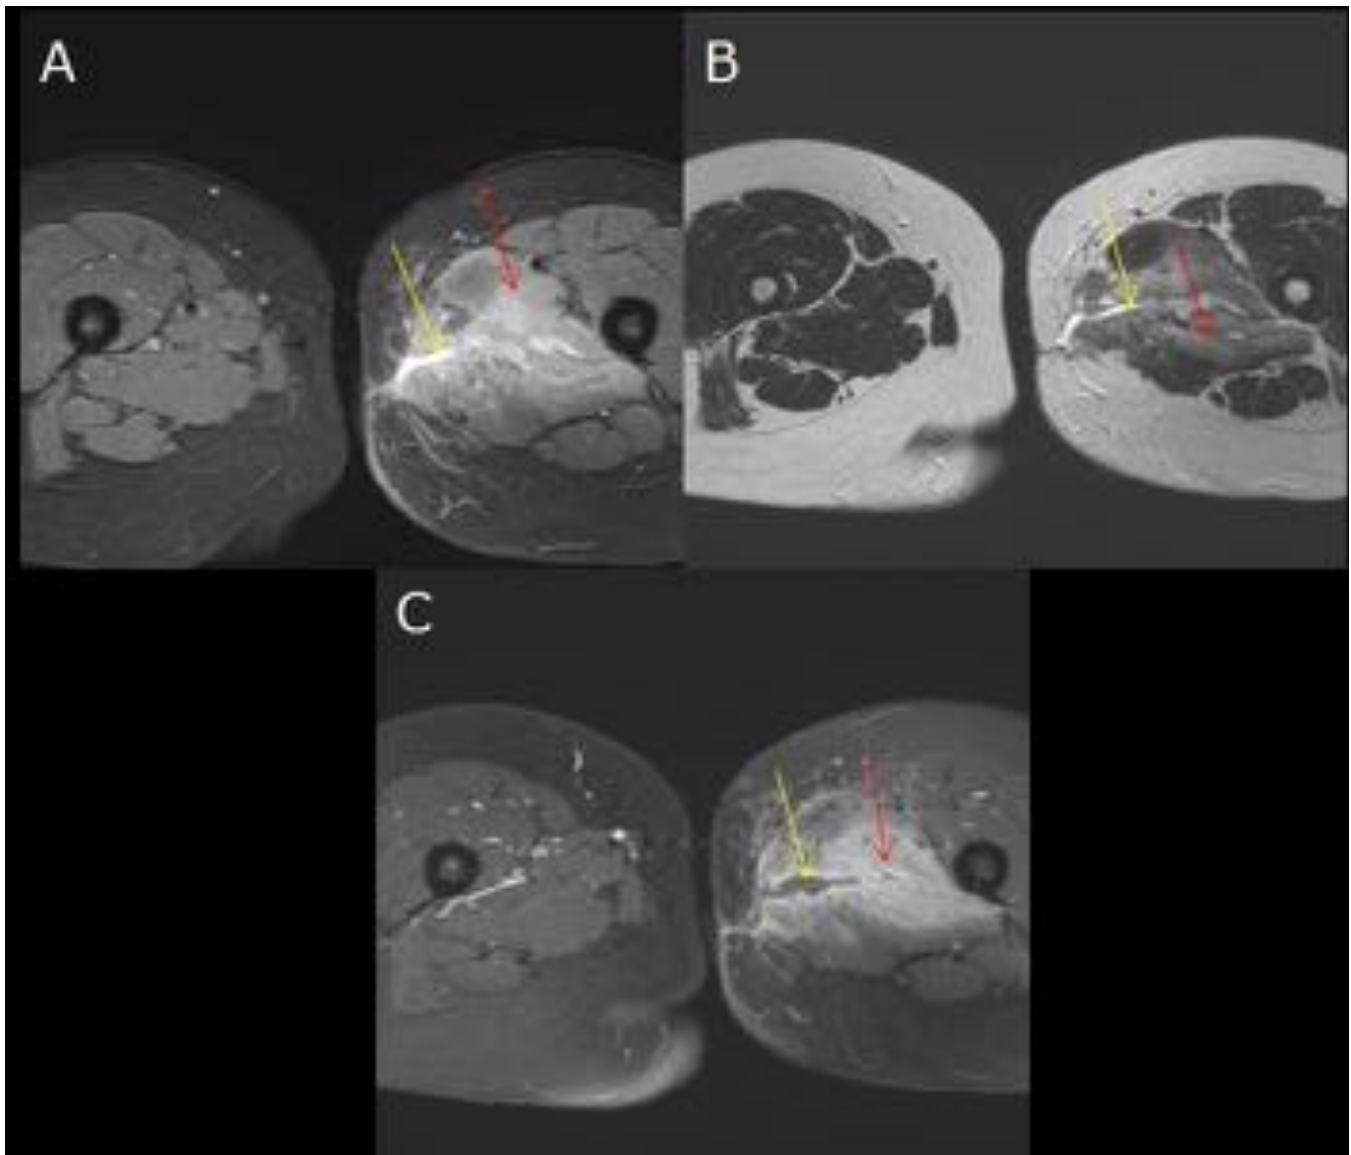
Imágenes axiales de RM de MMII T2, STIR y T1+Gd. Afectación del compartimento femoral interno izquierdo, observando pequeña colección laminar (Figura 9) que inferiormente continúa hasta exteriorizarse a través de una fistulización cutánea[Flechas amarillas en A, B y C].Severa afectación inflamatoria-infecciosa de partes blandas con hiperintensidad de la musculatura locorregional con captación de Gd, correspondiente a miositis secundaria[Flechas rojas en A,B y C].
